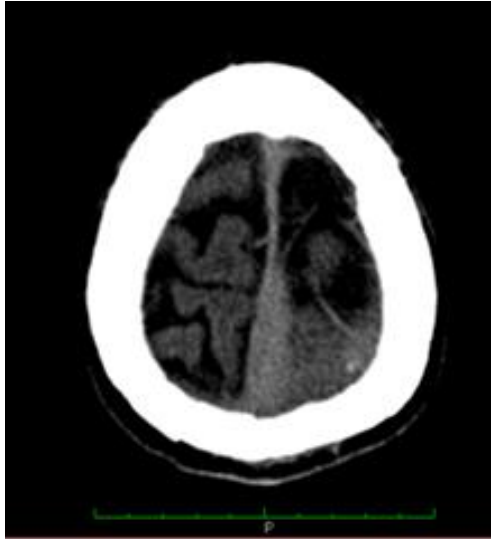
Computed tomography of the patient head from 21-10-2013*
